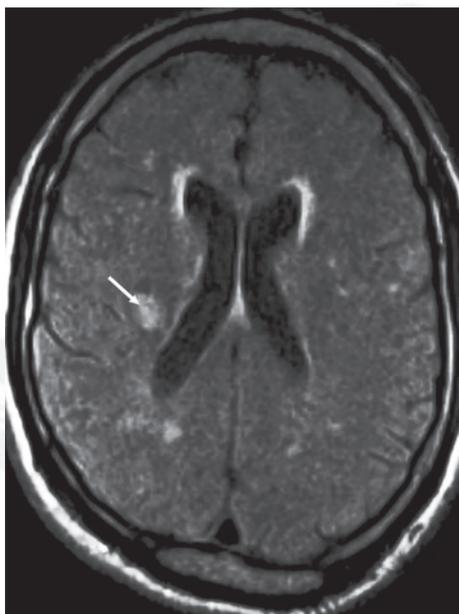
Resonancia magnética FLAIR (del inglés *Fluid attenuated inversion recovery*) de un paciente con una enfermedad microvascular cerebral. La flecha indica el infarto lacunar sintomático.
